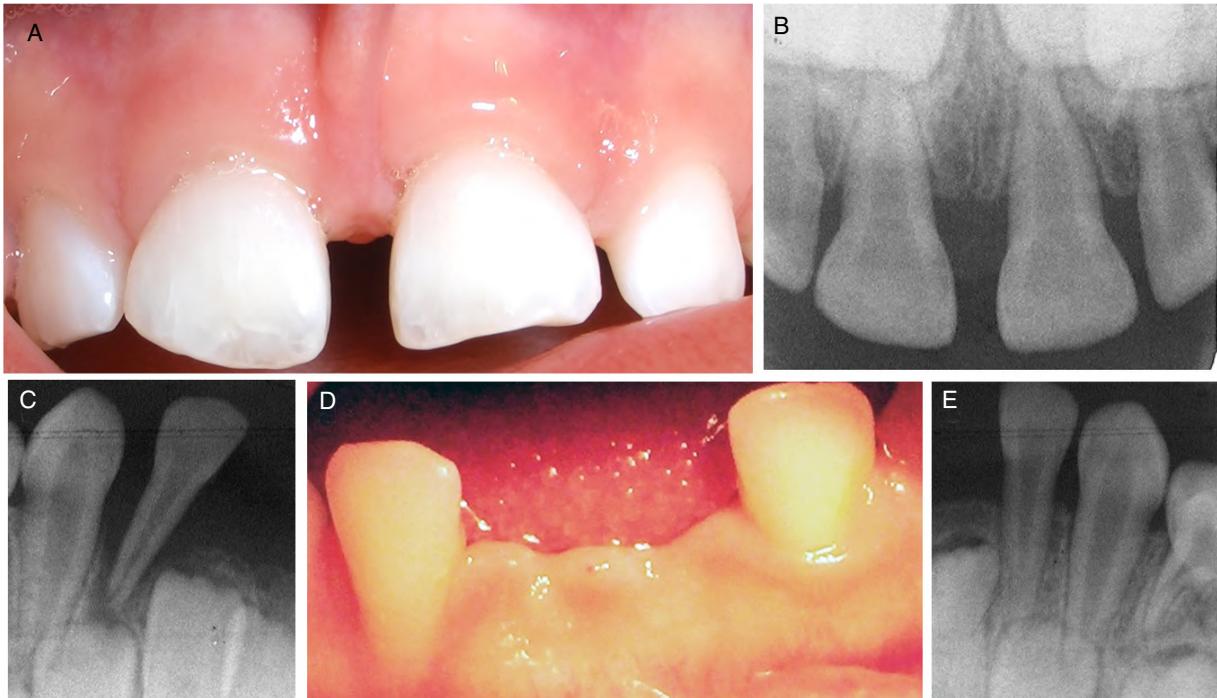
A: Imagen clínica inicial de las piezas 51 y 61 del paciente 1. B: Radiografía periapical inicial de las piezas 51 y 61. La pieza 61 mostraba una pérdida de inserción de 1 mm. C: Radiografía periapical inicial de la pieza 82, se observa pérdida mayor al 50% de la longitud radicular. D: Imagen clínica del sector anteroinferior. La pieza 82 presenta una pérdida de inserción. Las piezas 81 y 71 habían sido perdidas tempranamente. E: Radiografías periapicales iniciales de las piezas 72 y 73.
